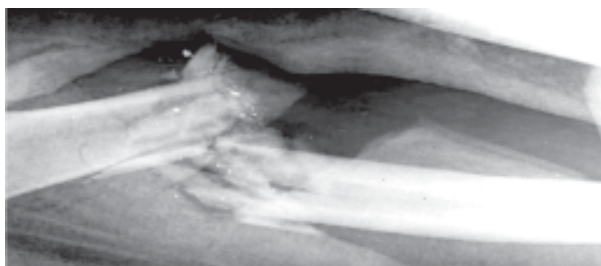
Пациент О. Рентгенограмма состояния костных отломков после ранения.
